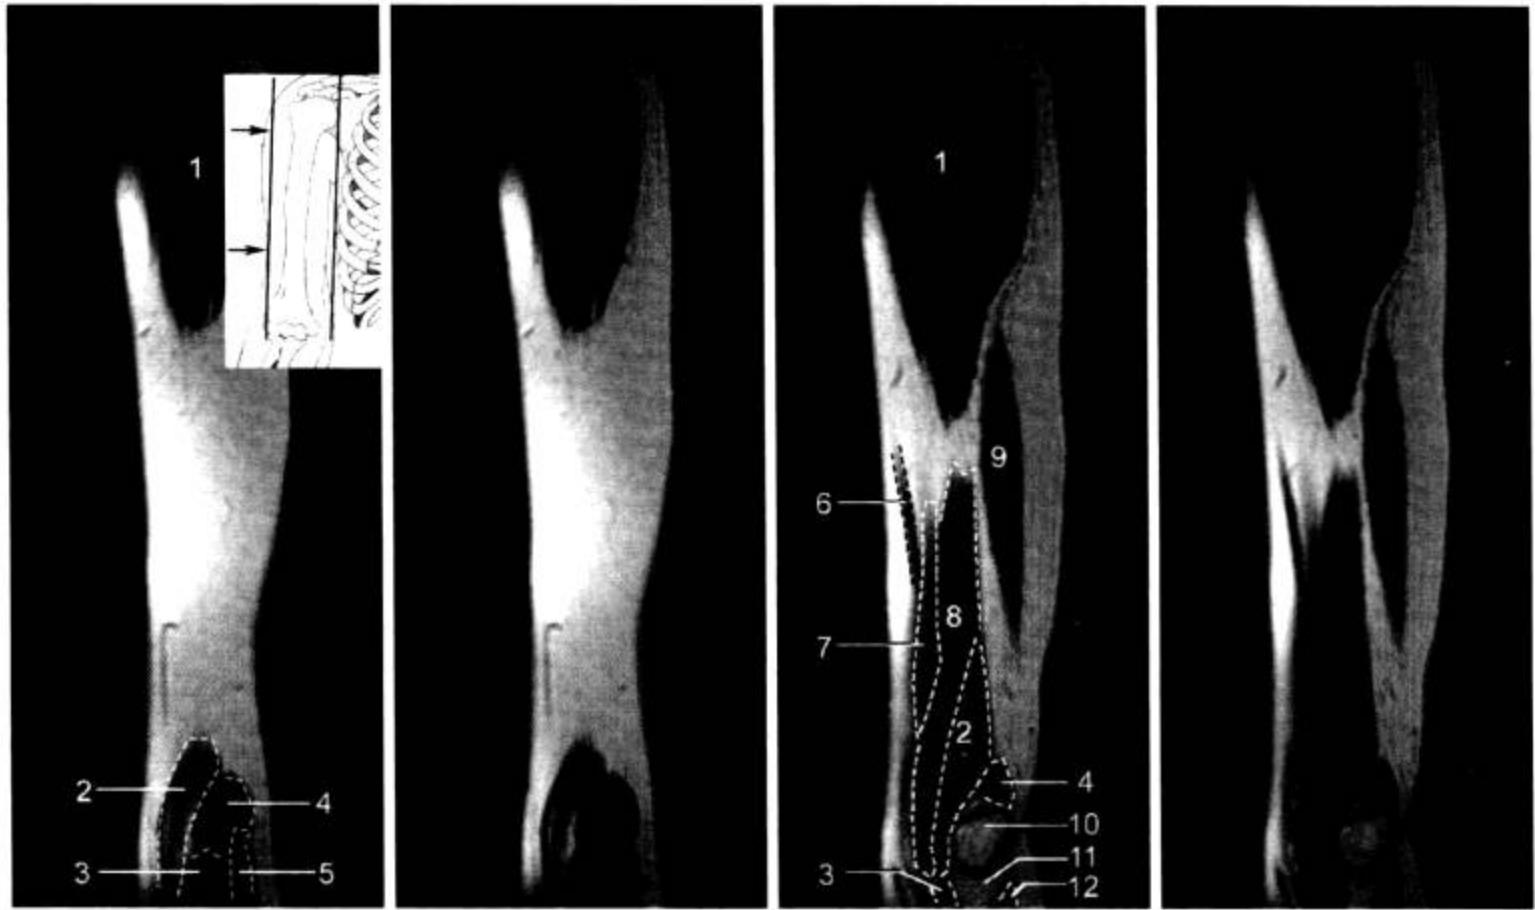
上臂 MRI 矢状面 (T<sub>1</sub>WI)
